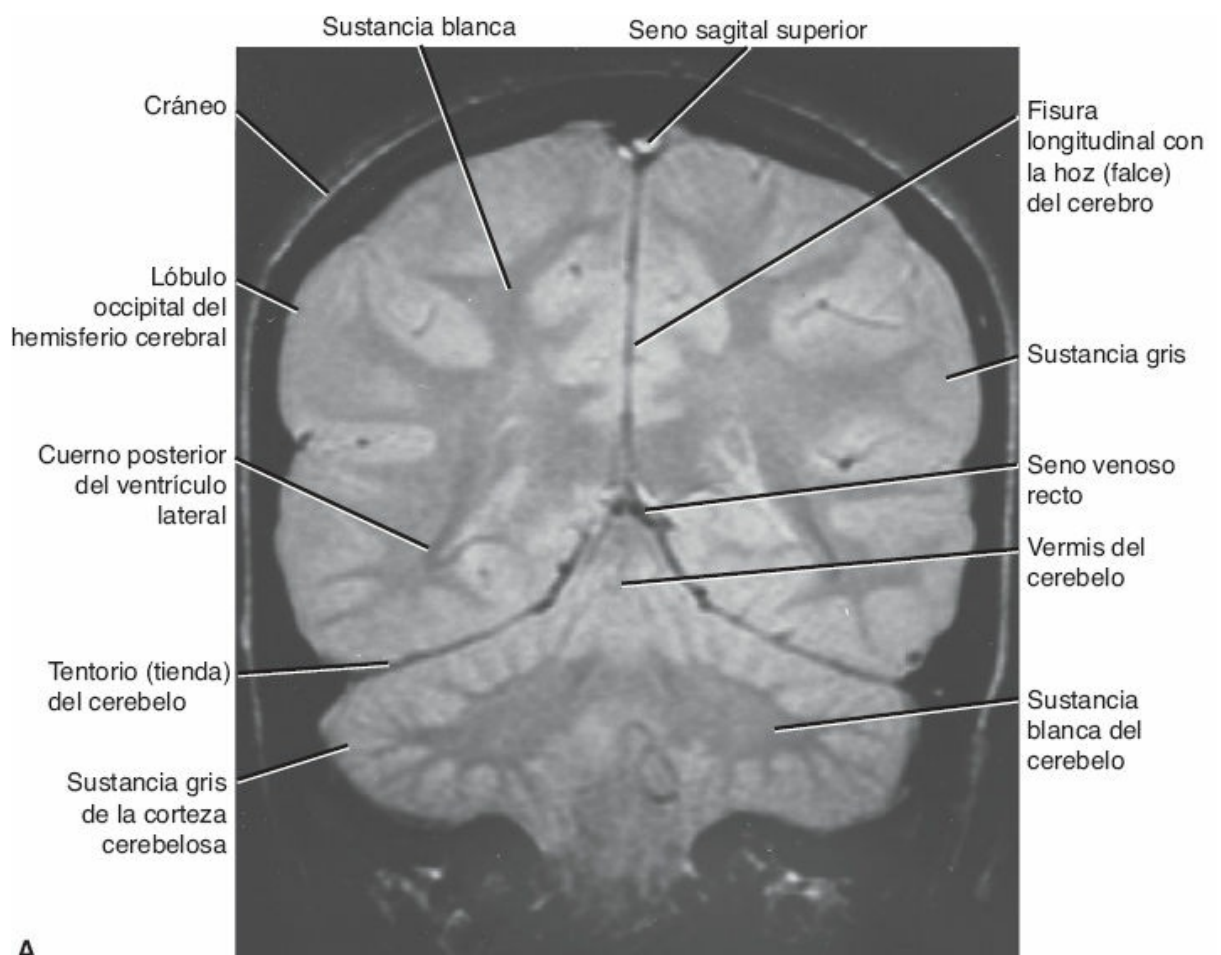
RM de la cabeza. A. Vista coronal a través de los lóbulos occipitales del cerebro que
